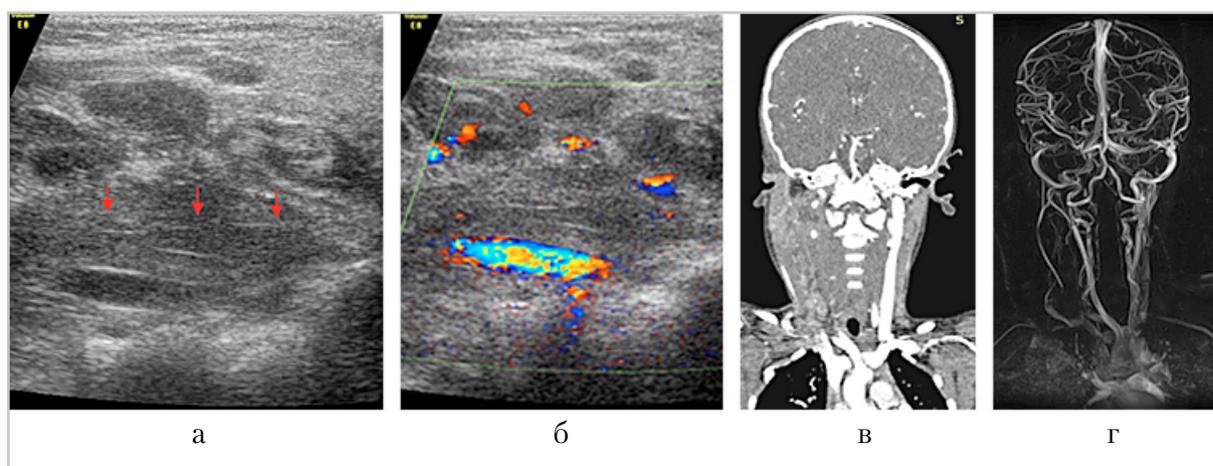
Лучевые исследования девочки С.: а, б — УЗИ: тромбированная ВЯВ (стрелки) в В-режиме и при цветовом доплеровском сканировании соответственно; в — КТ, венозная фаза — отсутствует контрастирование сосудов шеи справа; г — МР-венограмма сосудов головного мозга и шеи — поперечные синусы головного мозга сохранены
